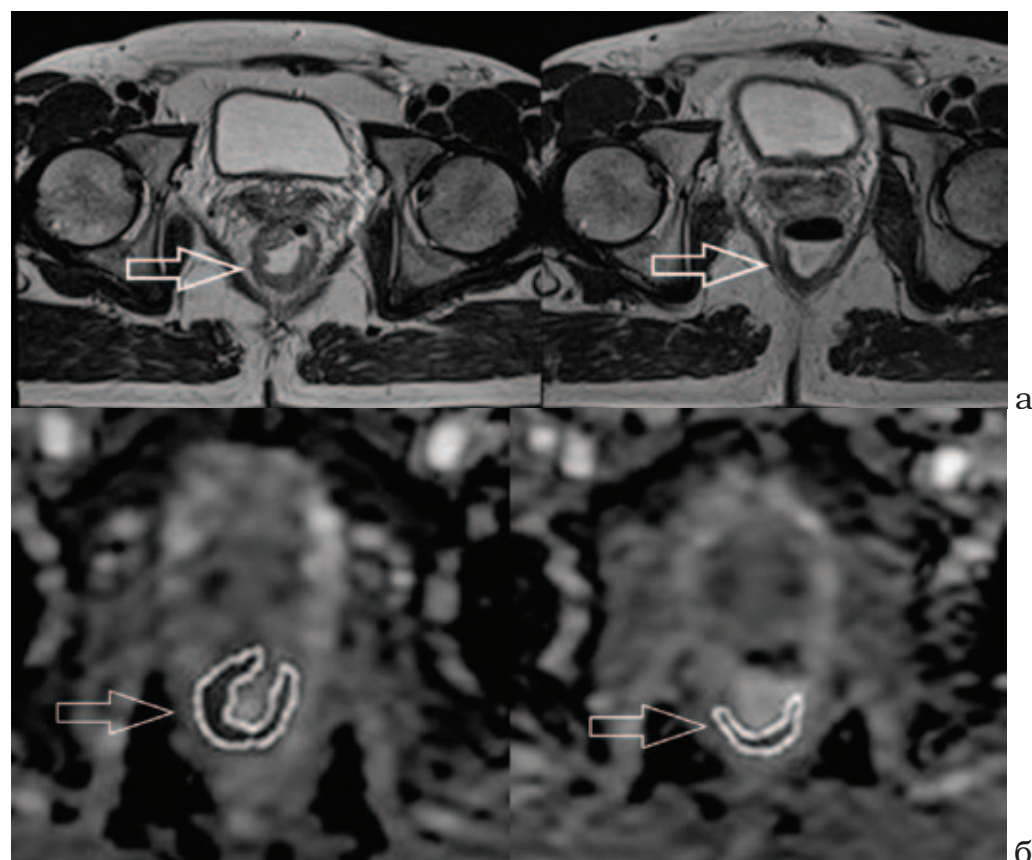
МР-томограммы органов малого таза у больной РПК в группе удовлетворительного ответа (опухоль указана стрелкой): За – Т2ВИ в плоскости, перпендикулярной пораженному отрезку кишки (слева – до, справа – после п-ХЛТ), Зб – параметрические карты с выделением зоны для измерения ИКД (слева – до, справа – после п-ХЛТ)
